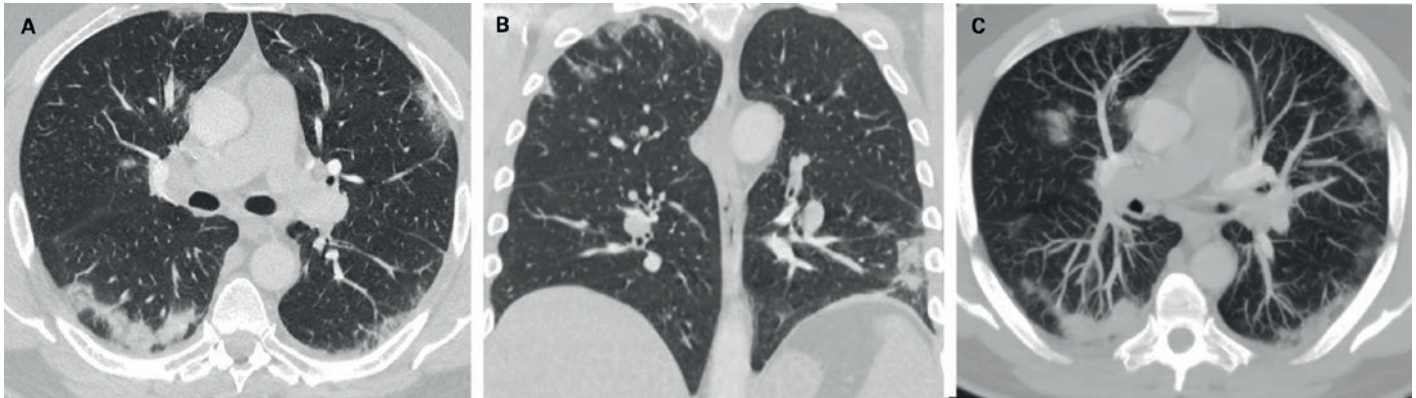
CT-Angiographie des Thorax (A, C: Axialschnitt, B: Koronarschnitt): Typische radiologische Lungenveränderungen bei COVID-19-Pneumonie fünf Tage nach positivem SARS-CoV-2-PCR-Abstrich.
